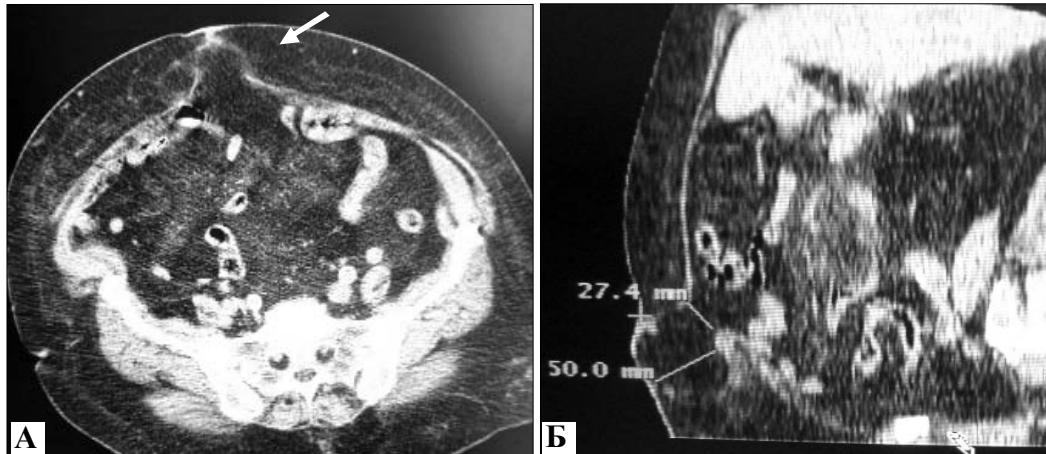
Комп'ютерна томографія (А – горизонтальний зріз; Б – реконструкція в сагітальній площині) пацієнтки М., хворої на пупкову грижу великих розмірів (стрілка).
